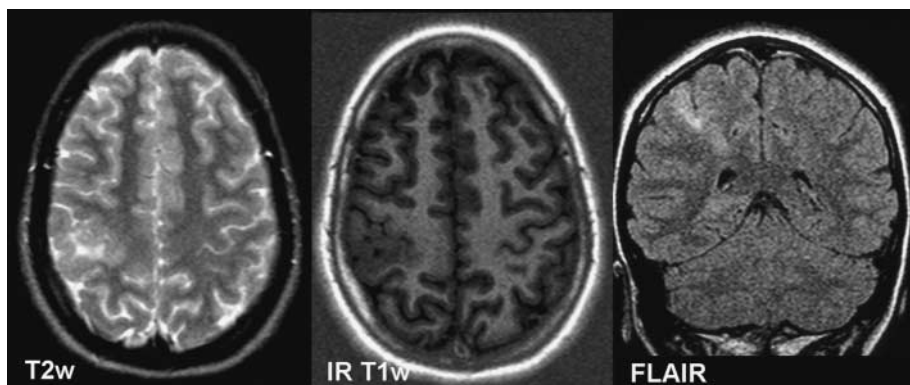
Transmedulläre fokale kortikale Dysplasie. Abnormaler Gyrus postcentralis rechts mit Signalsteigerung (T<sub>2</sub>w, FLAIR) des Kortex und der angrenzenden weißen Substanz, die sich verschmälernd bis zum Seitenventrikel zieht.
